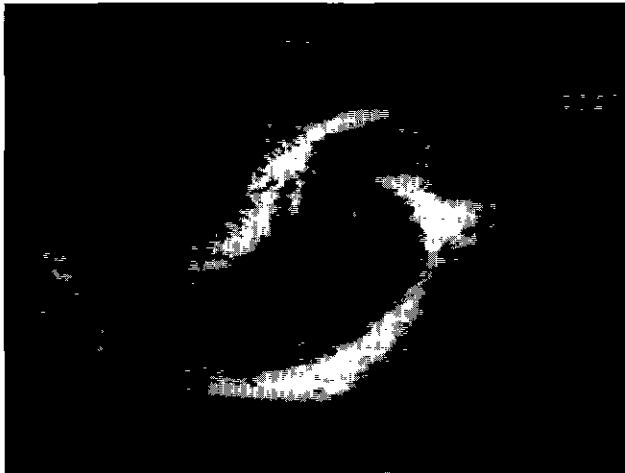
Intraoperative transesophageal echocardiogram showing left ventricular dilatation and thinning of posterior left ventricular wall. LV, left ventricle, RV; right ventricle
